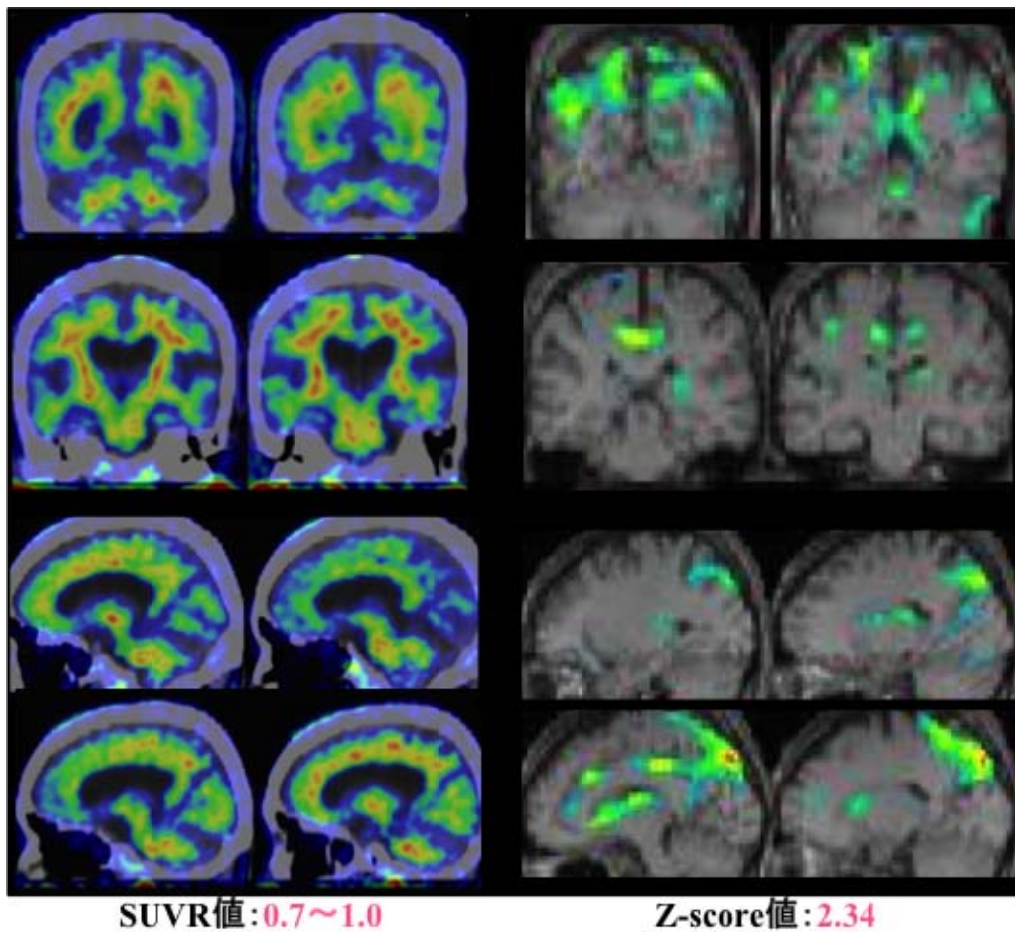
臨床診断ADにおけるPET (^{18}F -AV45)とCTの合成画像とSPECT (eZIS)画像の比較(上段;前額断、下段;矢状断)
